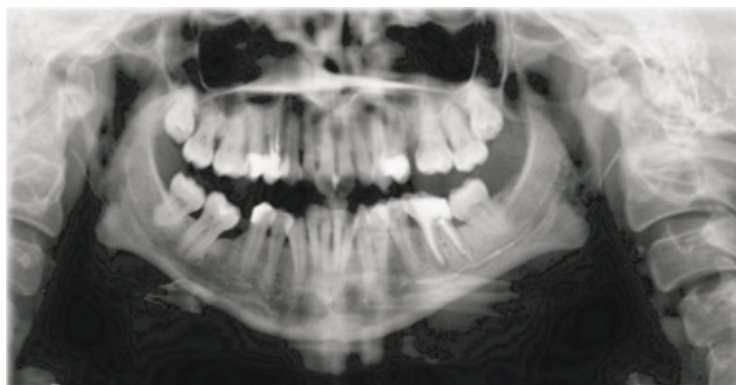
Ортопантомограмма пациентки Т.
